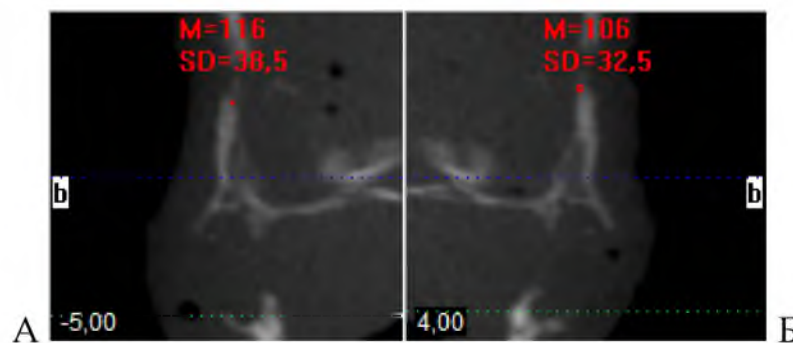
Щільність правої (А) і лівої (Б) носових кісток плода 320,0 мм ТПД. Томограма. Сагітальні зрізи
